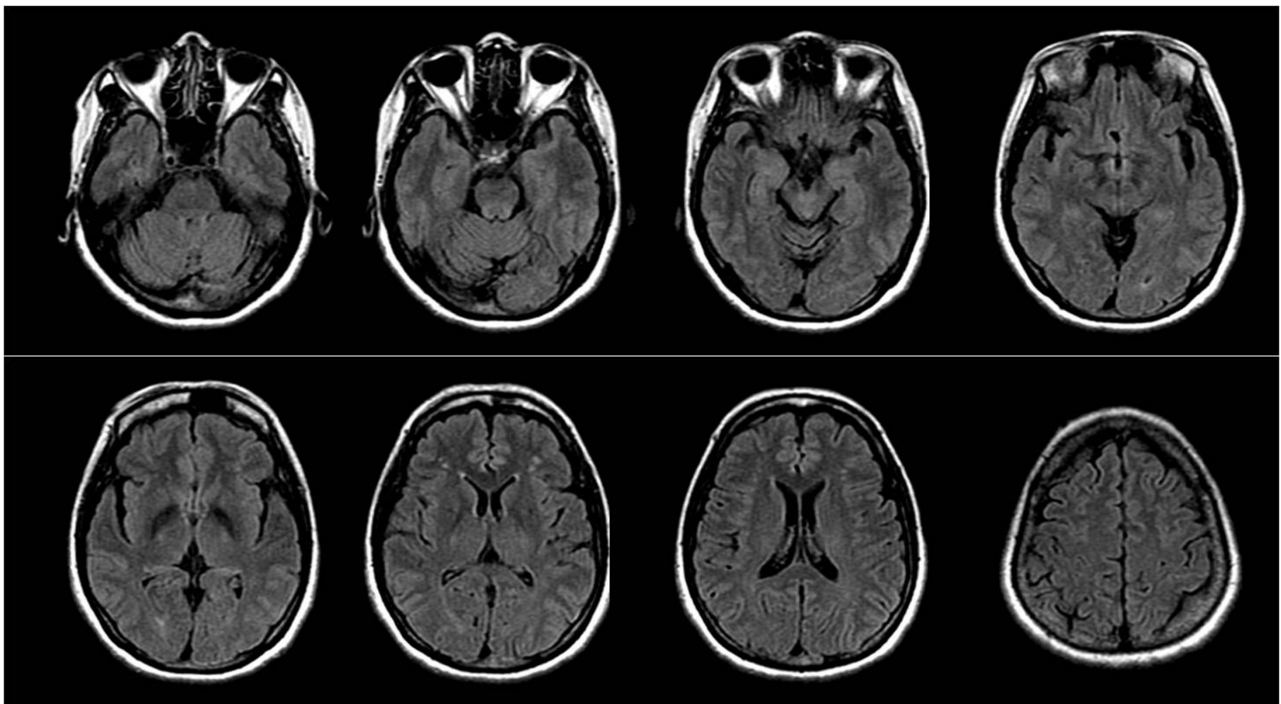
Follow-up FLAIR images 6 months later demonstrate normal without any residual lesions.
